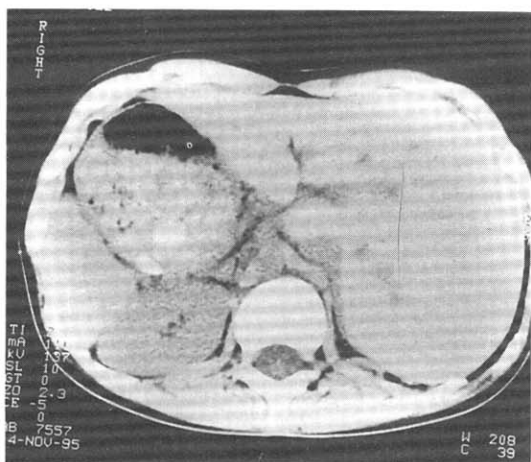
Abdominal CT shows situs inversus totalis in which stomach, liver and spleen are located reversely.
